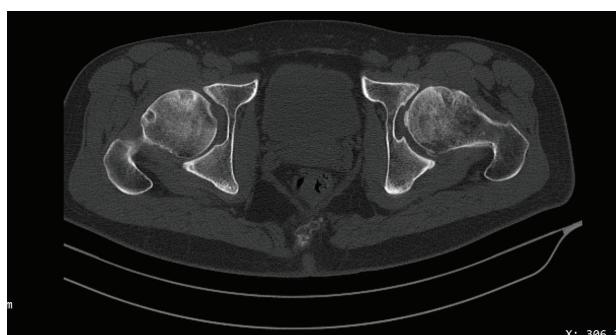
МСКТ тазобедренных суставов от 15.03.2017
